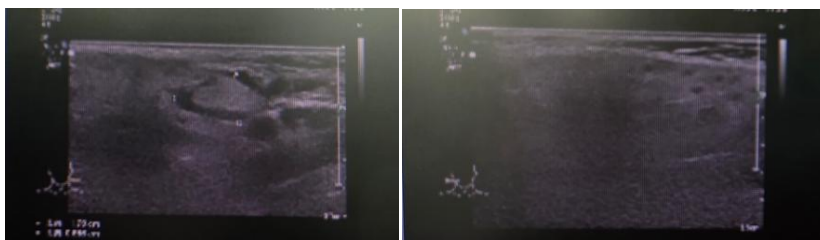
Ultrasonic image
